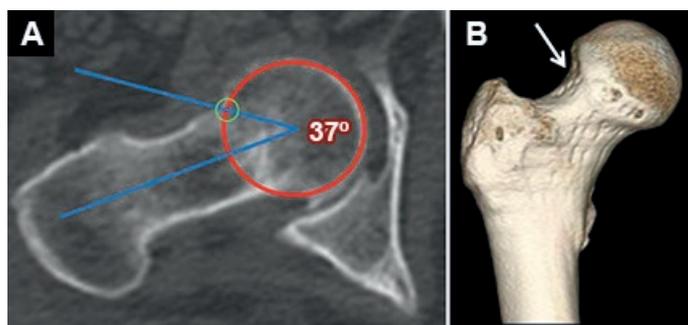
Ángulo alfa normal. A) Tomografía computada de cadera derecha con reformateo axial paralelo al eje del cuello femoral. Círculo rojo: circunferencia de la cabeza femoral. Círculo verde: punto de unión anterior entre la cabeza y el cuello. Ángulo alfa de 37°. B) Reconstrucción volume rendering, en la que se aprecia una concavidad normal en el aspecto anterosuperior de la unión cérvico-cefálica (flecha).
